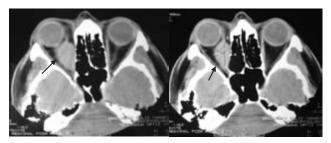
TAC. Las flechas demuestran la lesión orbitaria dependiente de tejidos blandos con escaso realce al medio de contraste (A: fase simple y B: fase contrastada).
